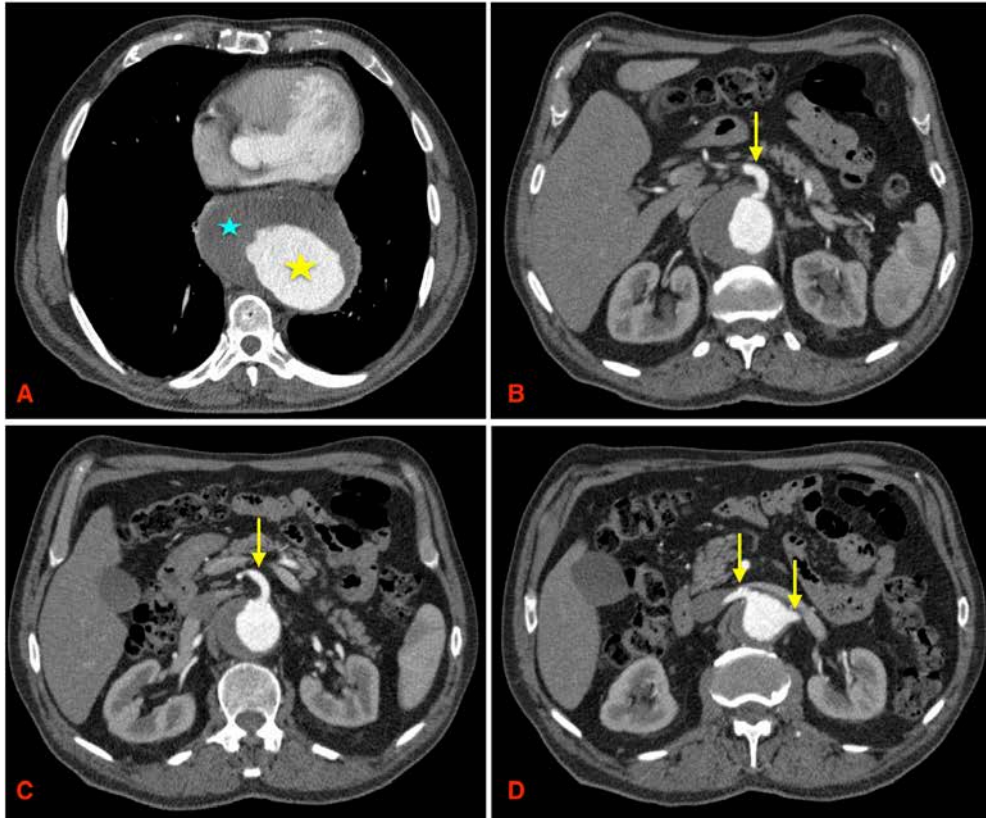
Cortes axiales de TC toraco-abdominal con contraste. (A) Se observa aneurisma de aorta torácica (estrella amarilla), con trombosis parcial de su luz (estrella azul). (B) Compromiso del nacimiento del tronco celiaco. (C) Compromiso del nacimiento de la AMS. (D) Compromiso del nacimiento de ambas arterias renales.
